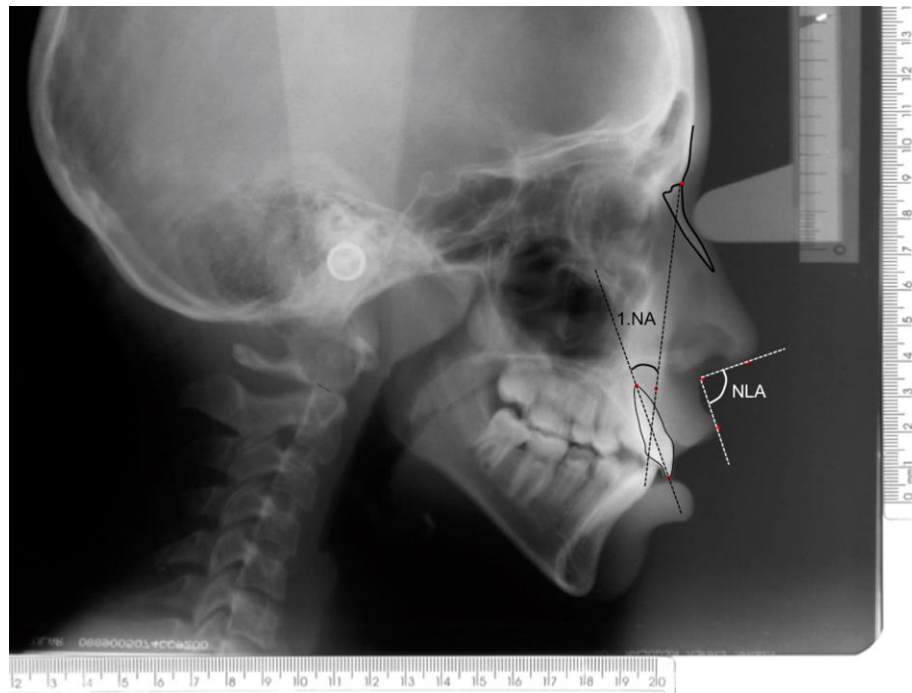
Image with the lines and angles used in radiographic analysis.
